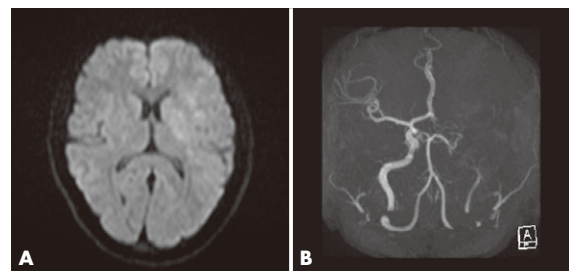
術前MRI (A, 拡散強調画像; B, MRA冠状断): DWIにて左基底核部に淡い高信号域を認める。MRA上左内頸動脈閉塞を認めた。
